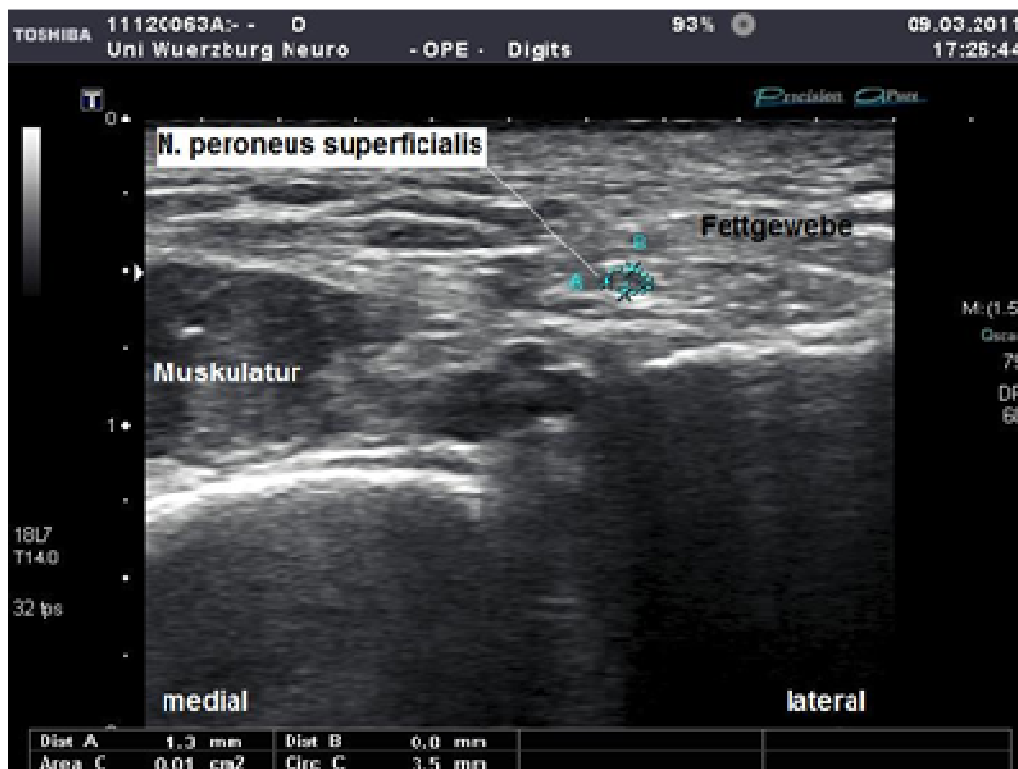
Sonographische Darstellung des N. peroneus superficialis im Transversalschnitt
